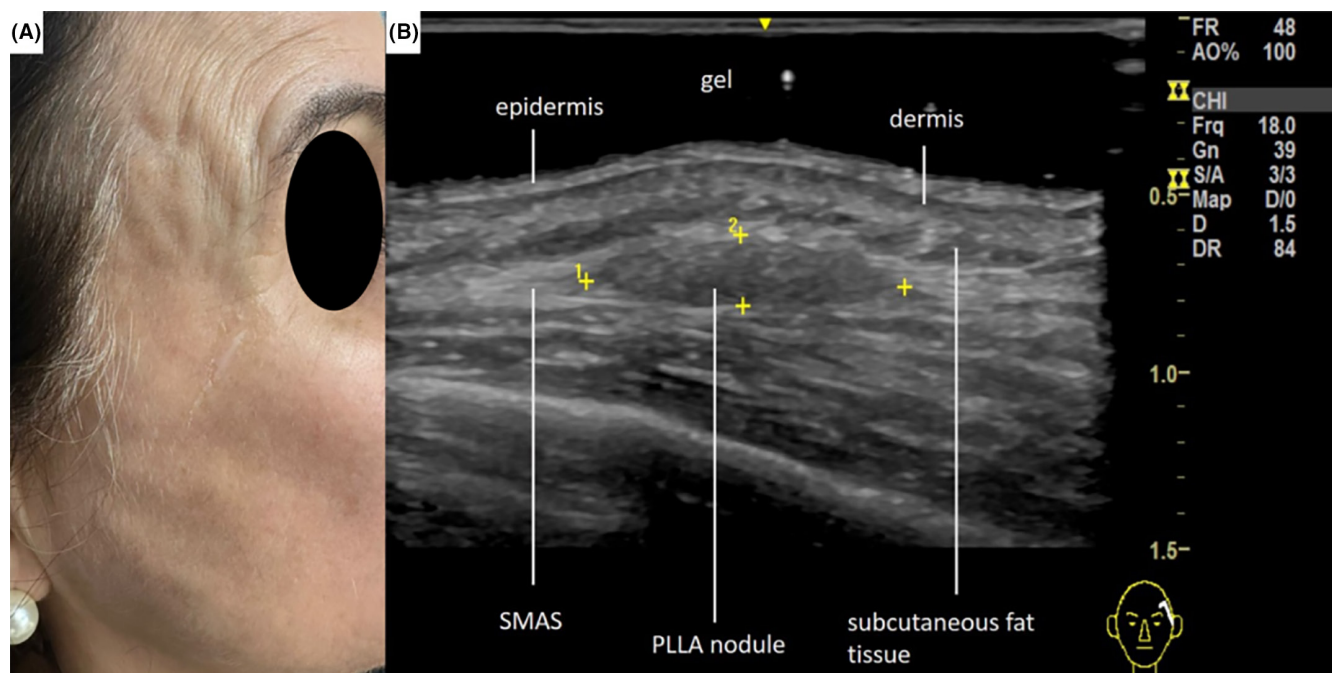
(A) Nódulos de ácido poli-L-láctico (PLLA – Sculptra®) na região temporal e parotídeo-massetérica. (B) Ultrassonografia em escala de cinza de alta frequência (18 MHz), incidência longitudinal, de outro paciente mostra um nódulo hipoeicoico de PLLA (Sculptra®) no SMAS, que foi injetado no plano errado.
